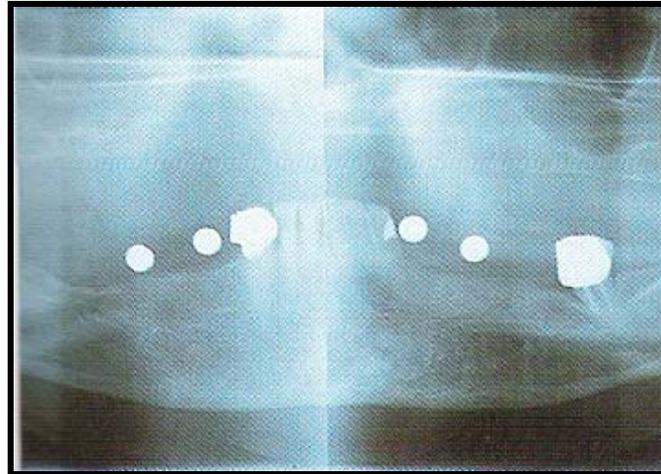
Radiografía panorámica¹³
